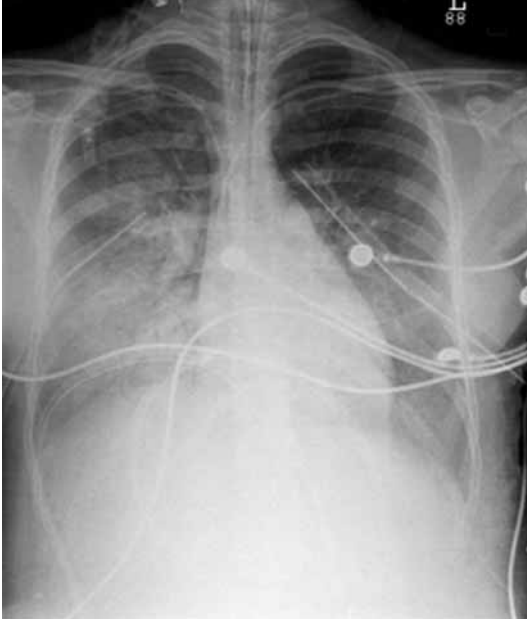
Radiografía de tórax que muestra atelectasia basal.
